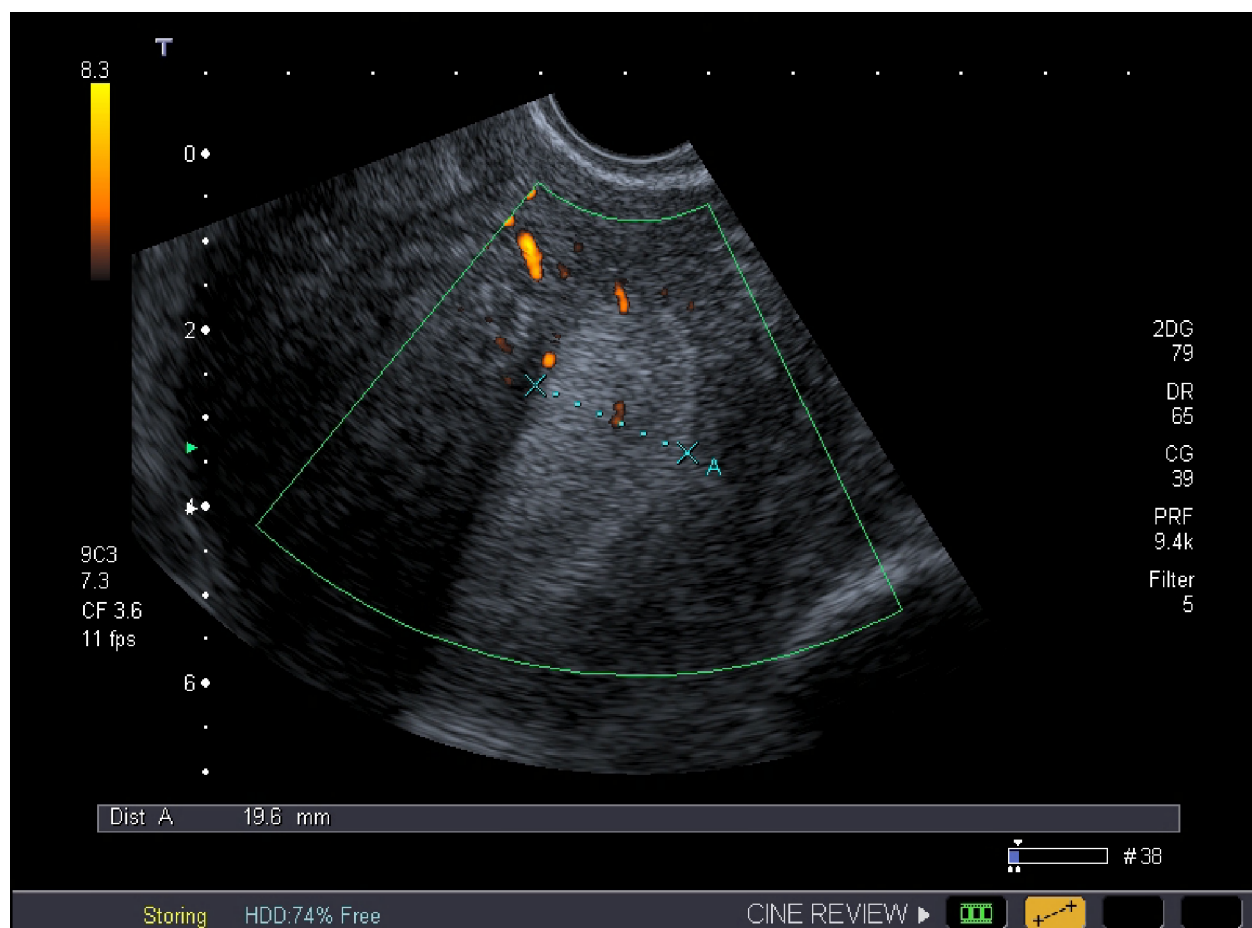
Ультразвуковая томограмма матки, выполненная в продольной плоскости. Определяется диффузное равномерное увеличение толщины эндометрия
